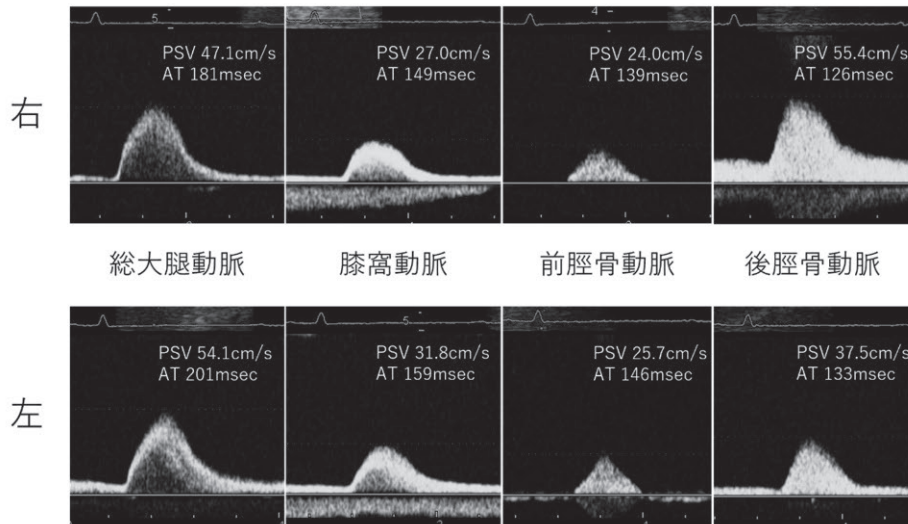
初診時下肢動脈超音波検査の血流波形
